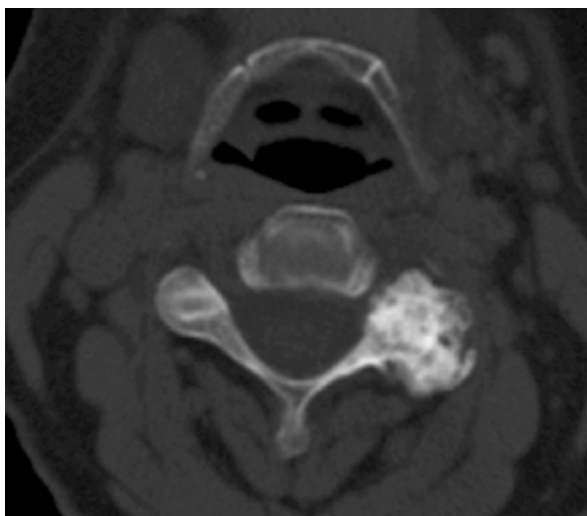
Рентгеновские компьютерные томограммы. Аксиальный срез. Анкилозирующий спондилоартрит. Деформация межпозвонковых суставов с резким сужением суставной щели
